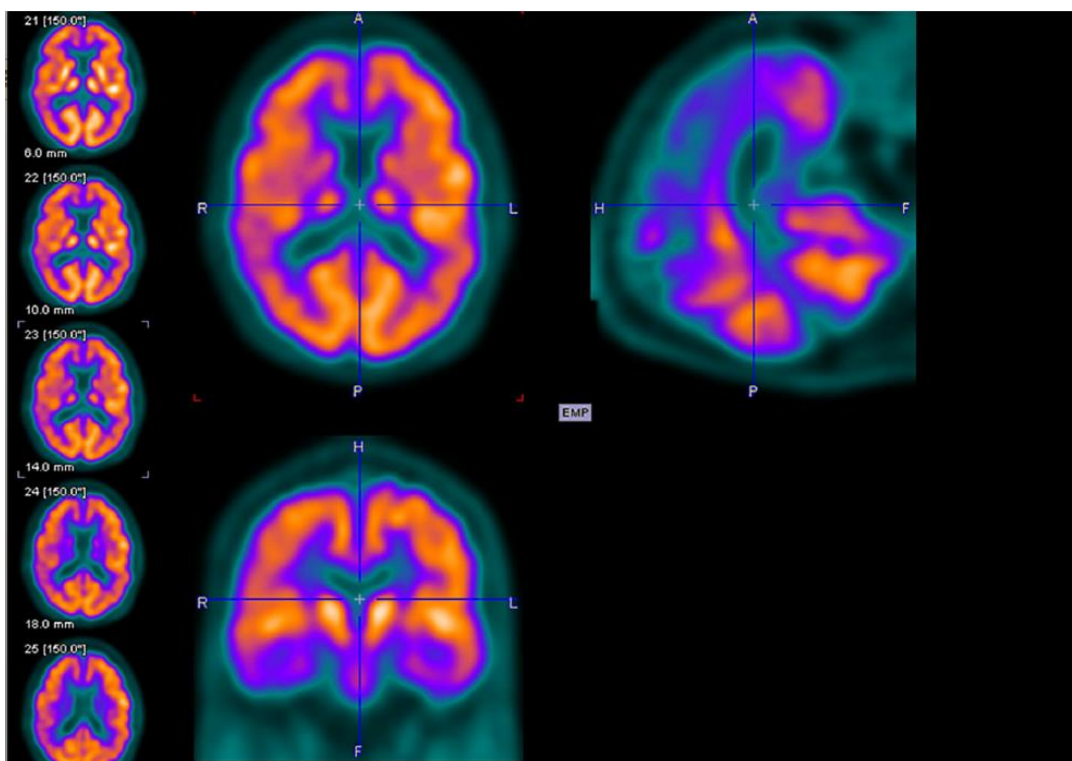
PET ^{18}F -FDG realizada a indivíduo do sexo masculino de 69 anos de idade com um MMSE com 20 de pontuação. Obtido de 61
